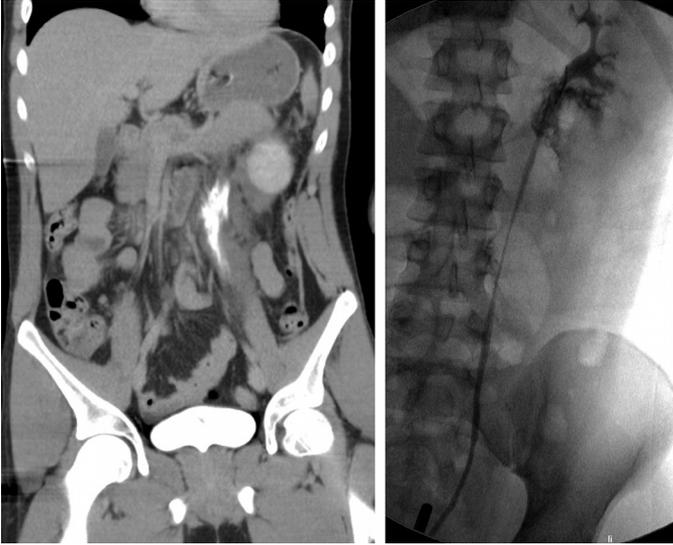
Harnleiterverletzung links: CT-Abdomen (Spätphase) und retrograde Pyelographie bei einem Pat. nach Sturz aus großer Höhe. Zusätzlich hatte der Pat. eine Milzruptur und eine Grad IV Nierenruptur. Mit freundlicher Genehmigung (linke Abbildung), Prof. Dr. K. Bohndorf, Augsburg.
